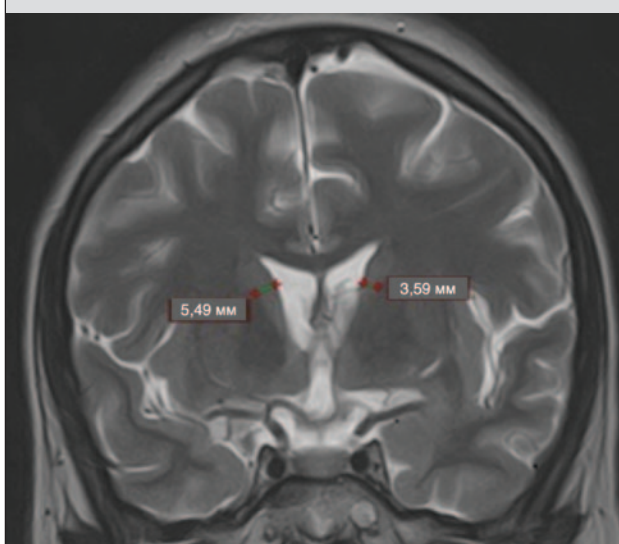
МРТ пациентки с НА: признаки атрофии хвостатого ядра
